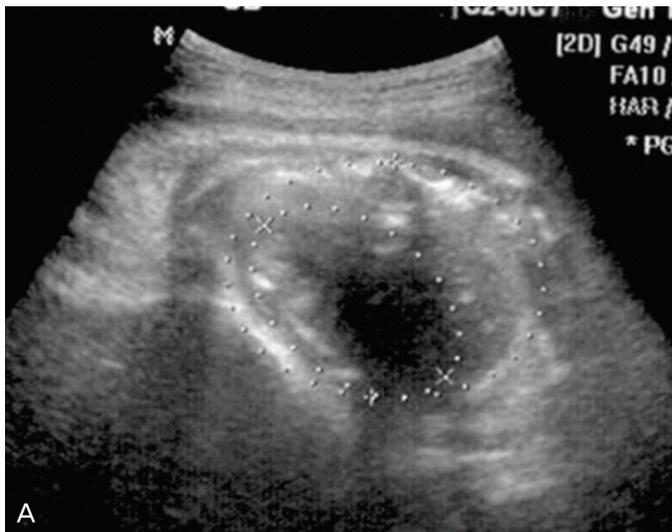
Transverse axial ultrasonography image at 35 gestational weeks shows dextroposition of the heart in the absence of intrathoracic mass. The septal axis is normal. The heart is shifted into the right chest owing to a right lung hypoplasia or agenesis.
